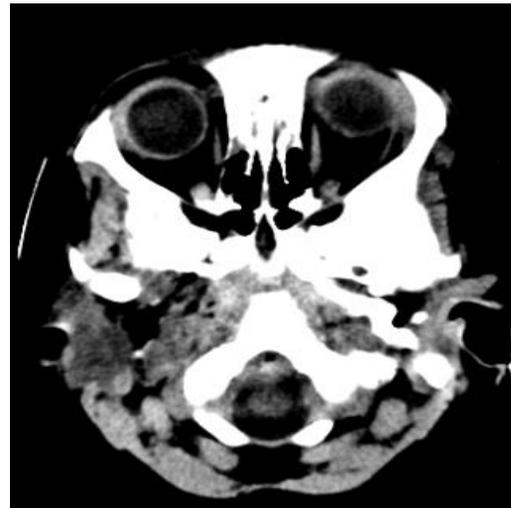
TDM après 3 mois de traitement anti-tuberculeux
